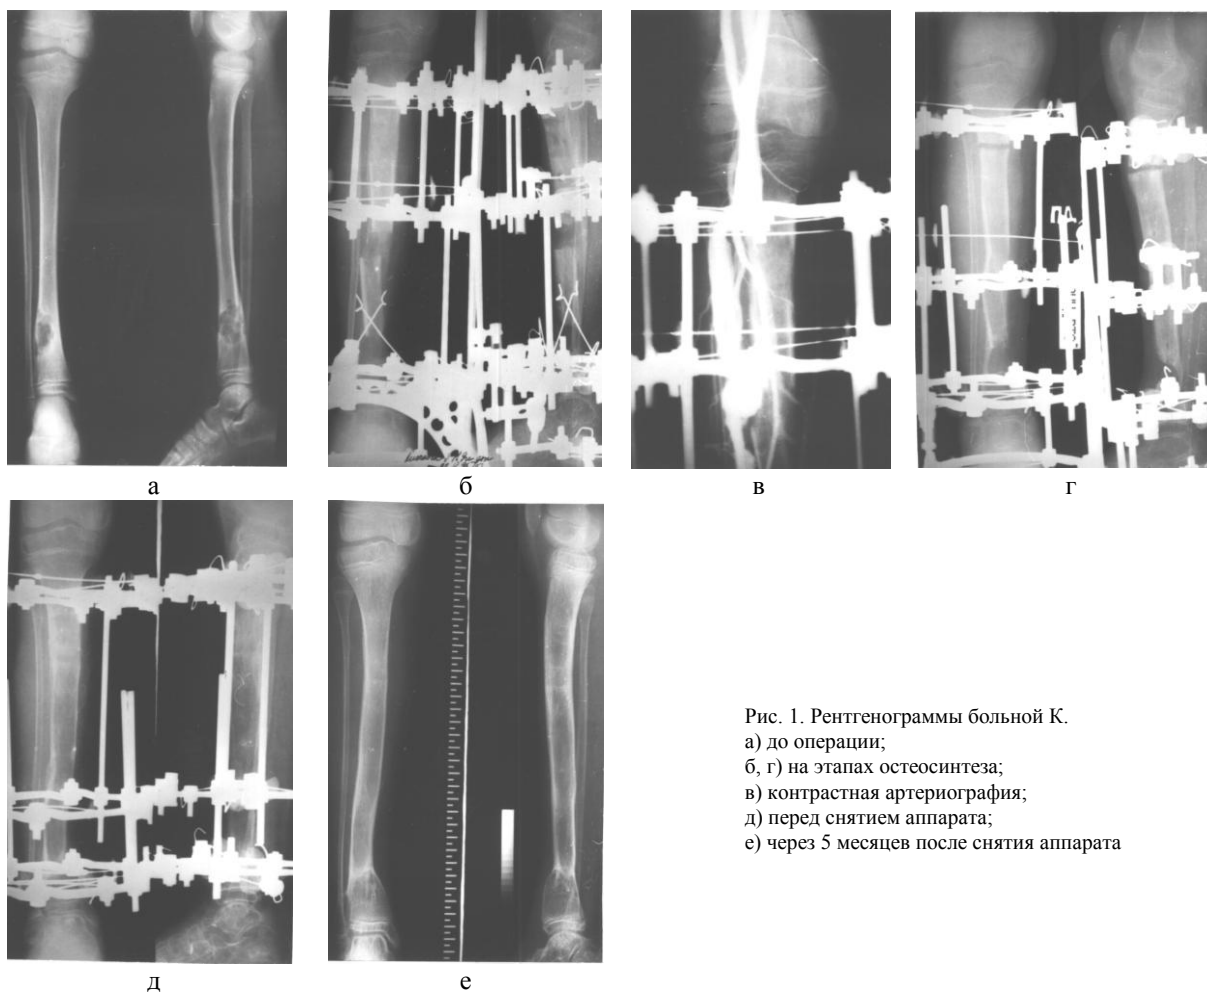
Рентгенограммы больной К.
